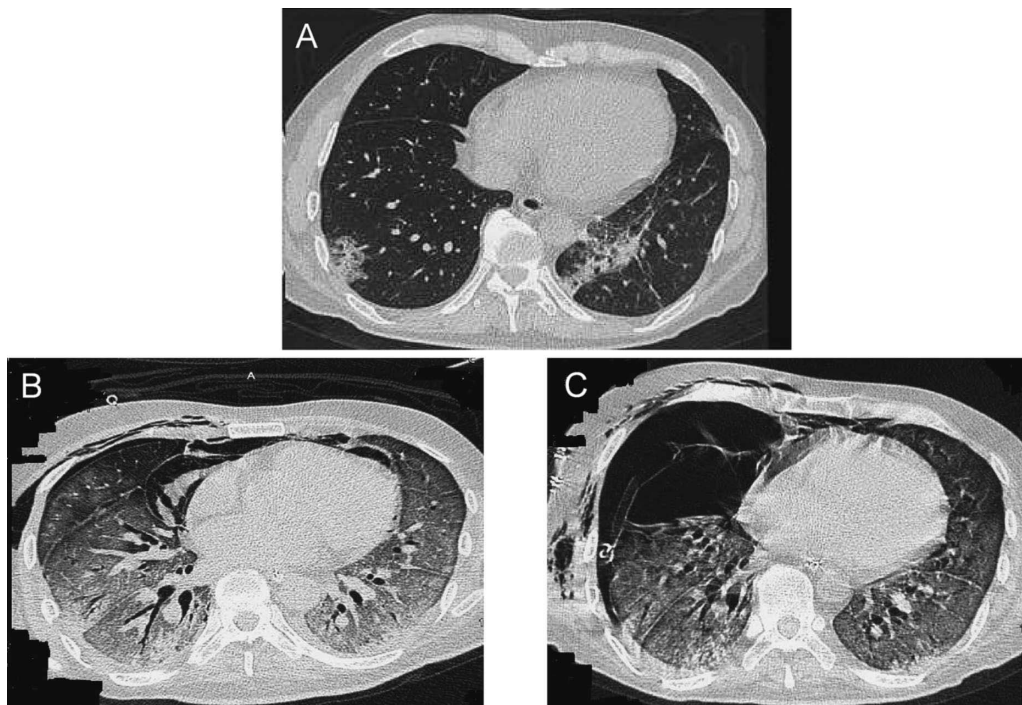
Images of chest on computed tomography scan A: day 1. B: day 49. C: day 58.
